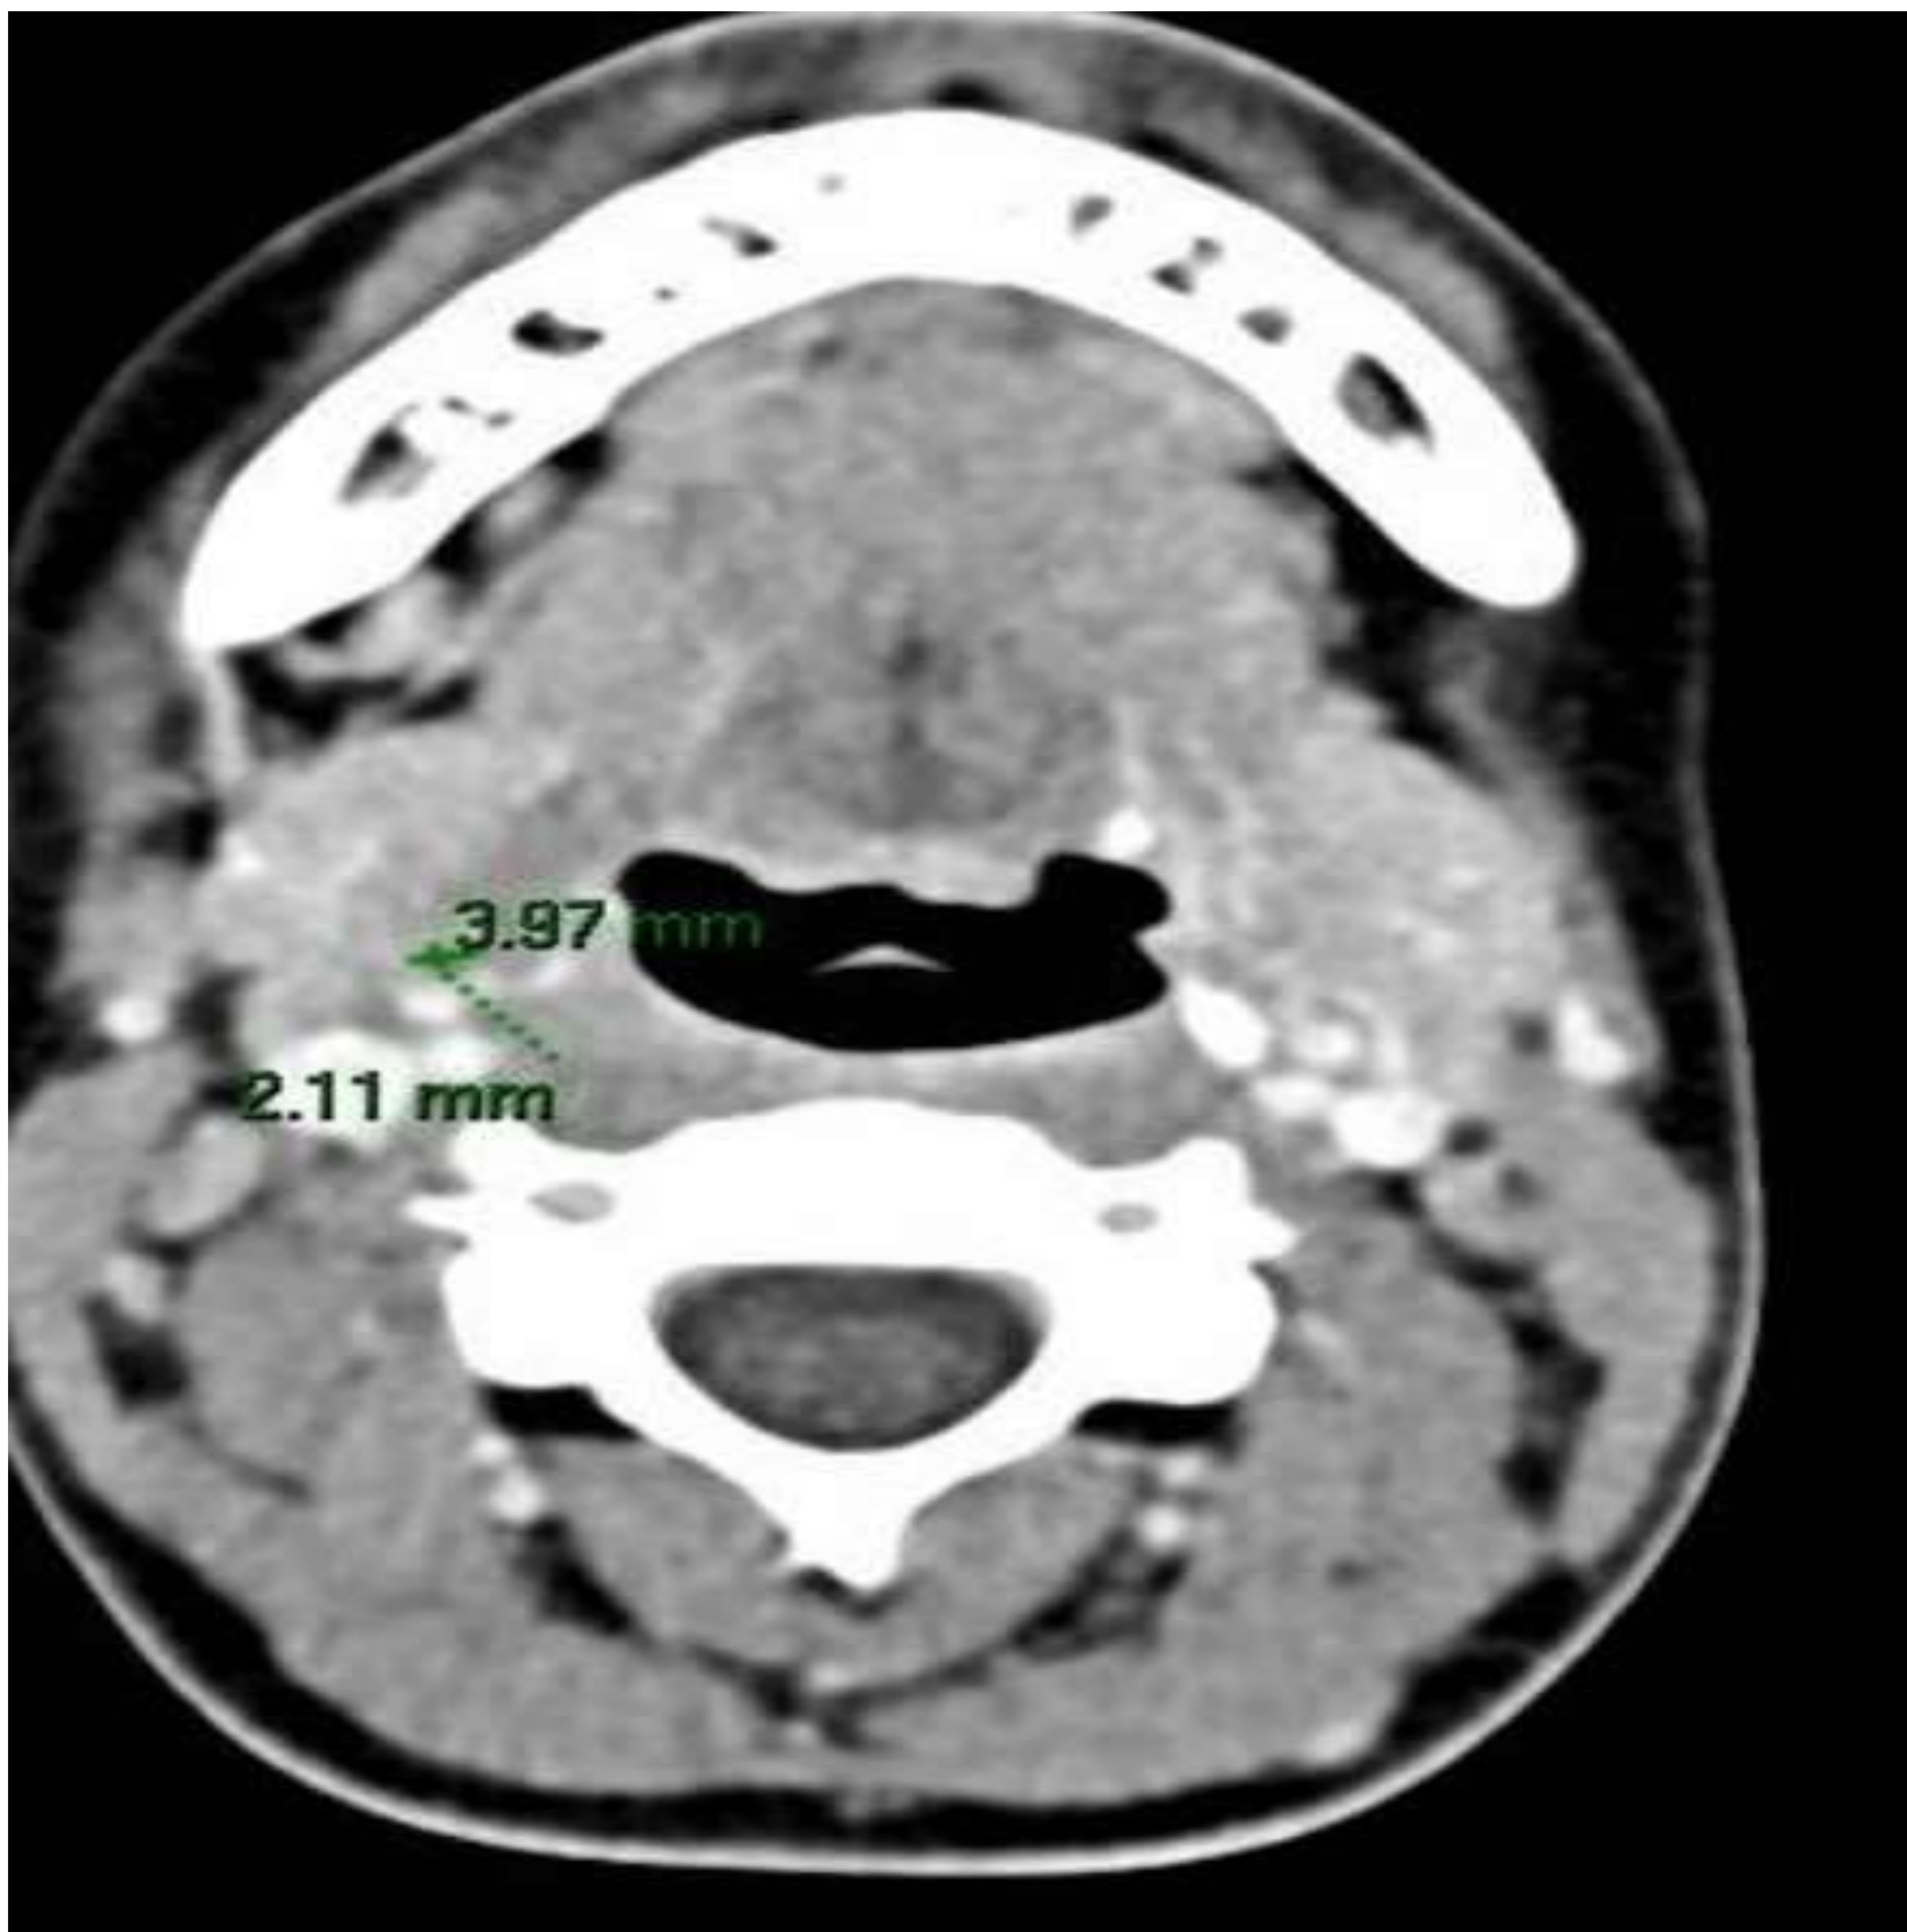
TC de cráneo con contraste iv de control tras un mes de antibioterapia. Resolución de la práctica totalidad de la colección parafaríngea derecha en relación con absceso descrito en TC previo, persistiendo en la actualidad una mínima colección de 2 x 4 mm (AP x T) aproximadamente.
